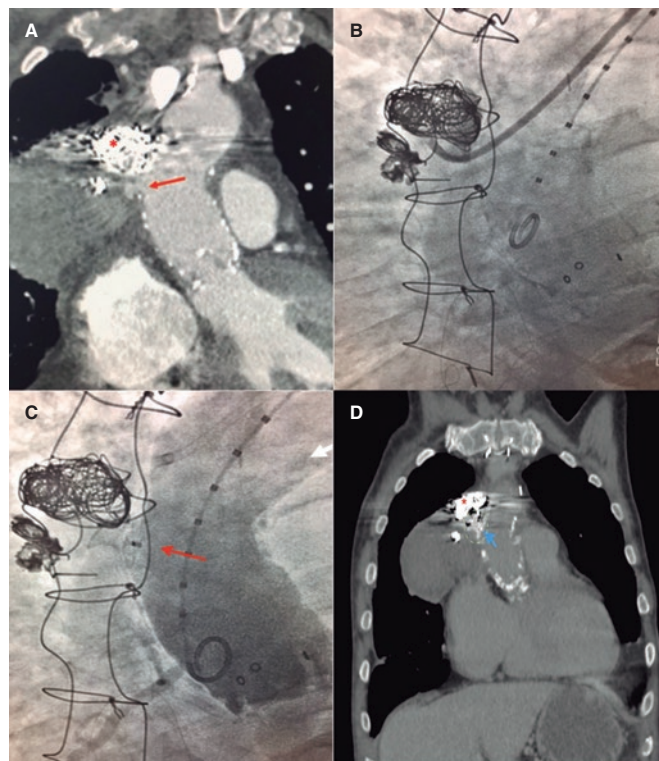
A: angiotomografía computarizada aórtica tras la liberación de *coils* (asterisco) con presencia de contraste en la cavidad del pseudoaneurisma que indica oclusión incompleta de este. Se aprecia el cuello de entrada (flecha) y un aumento de tamaño respecto al estudio inicial. B: imagen fluoroscópica que muestra el extremo distal del catéter de liberación JR4 8 Fr introducido en el pseudoaneurisma. C: aortografía posimplante. Dispositivo ocluyente (flecha) liberado en el cuello del pseudoaneurisma sin observar paso significativo de contraste al interior. D: tomografía computarizada torácica sin contraste realizada a las 4 semanas. Dispositivo de cierre (flecha) en la pared lateral de la aorta y artefacto metálico por *coils* (asterisco) implantados en la cavidad principal del pseudoaneurisma.
